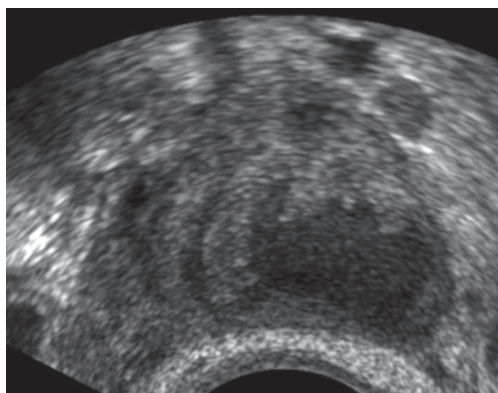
ТВУЗИ в В-режиме. Тубоовариальный абсцесс. «Размытость» контуров трубы и отек стенок.
